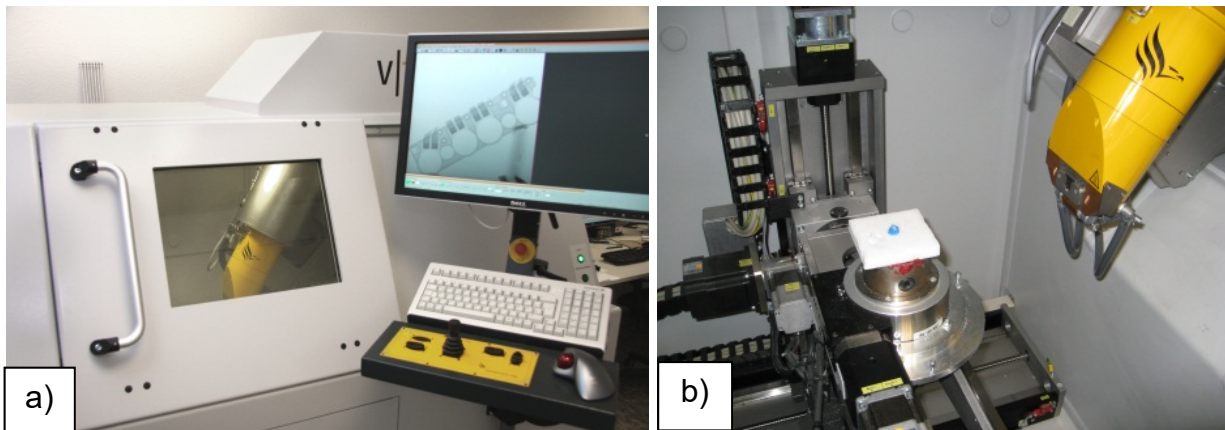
a und b: Mikrofokus-CT-Gerät links und Detailaufnahme mit Probe rechts
